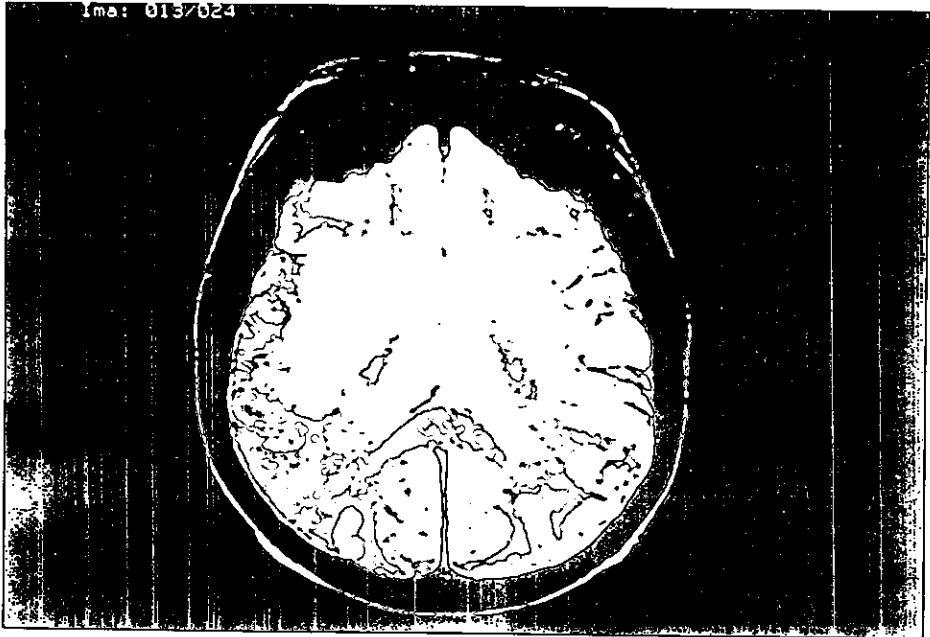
IRM CON INFARTO ACMD
